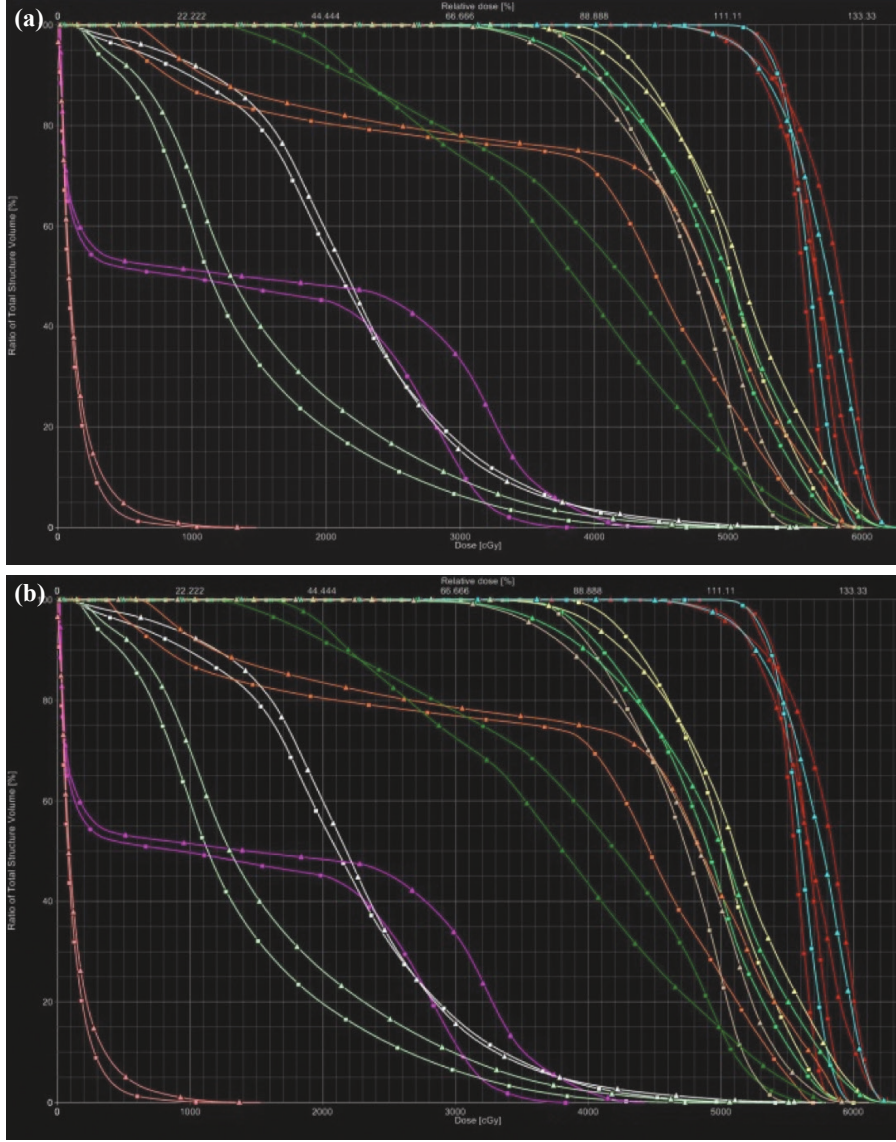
Nazofarenks olgusunda (a) kV-kV ve (b) CBCT ile belirlenen ortalama set-up farklılıklarının doz dağılımına etkisi. ■ Eğrisi: İlk tedavi planı; ▲ Eğrisi: Eş-merkezin set-up hatalarına göre kaydırılması sonrası hesaplatılan plan.
